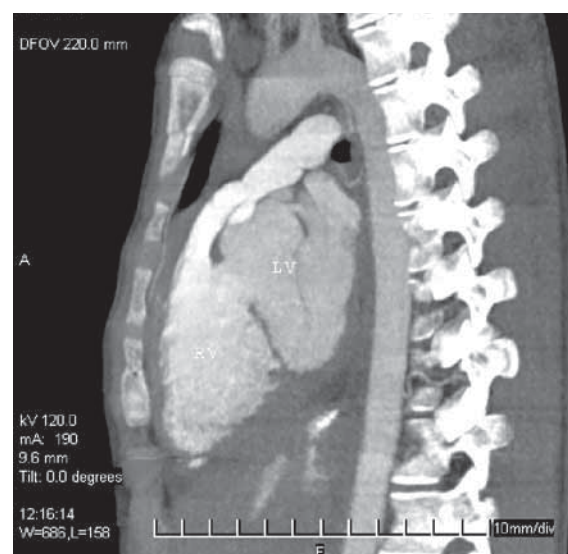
б. Томограмма в 2D режиме: кардиометрия выходного отдела ПЖ и ствола ЛА
